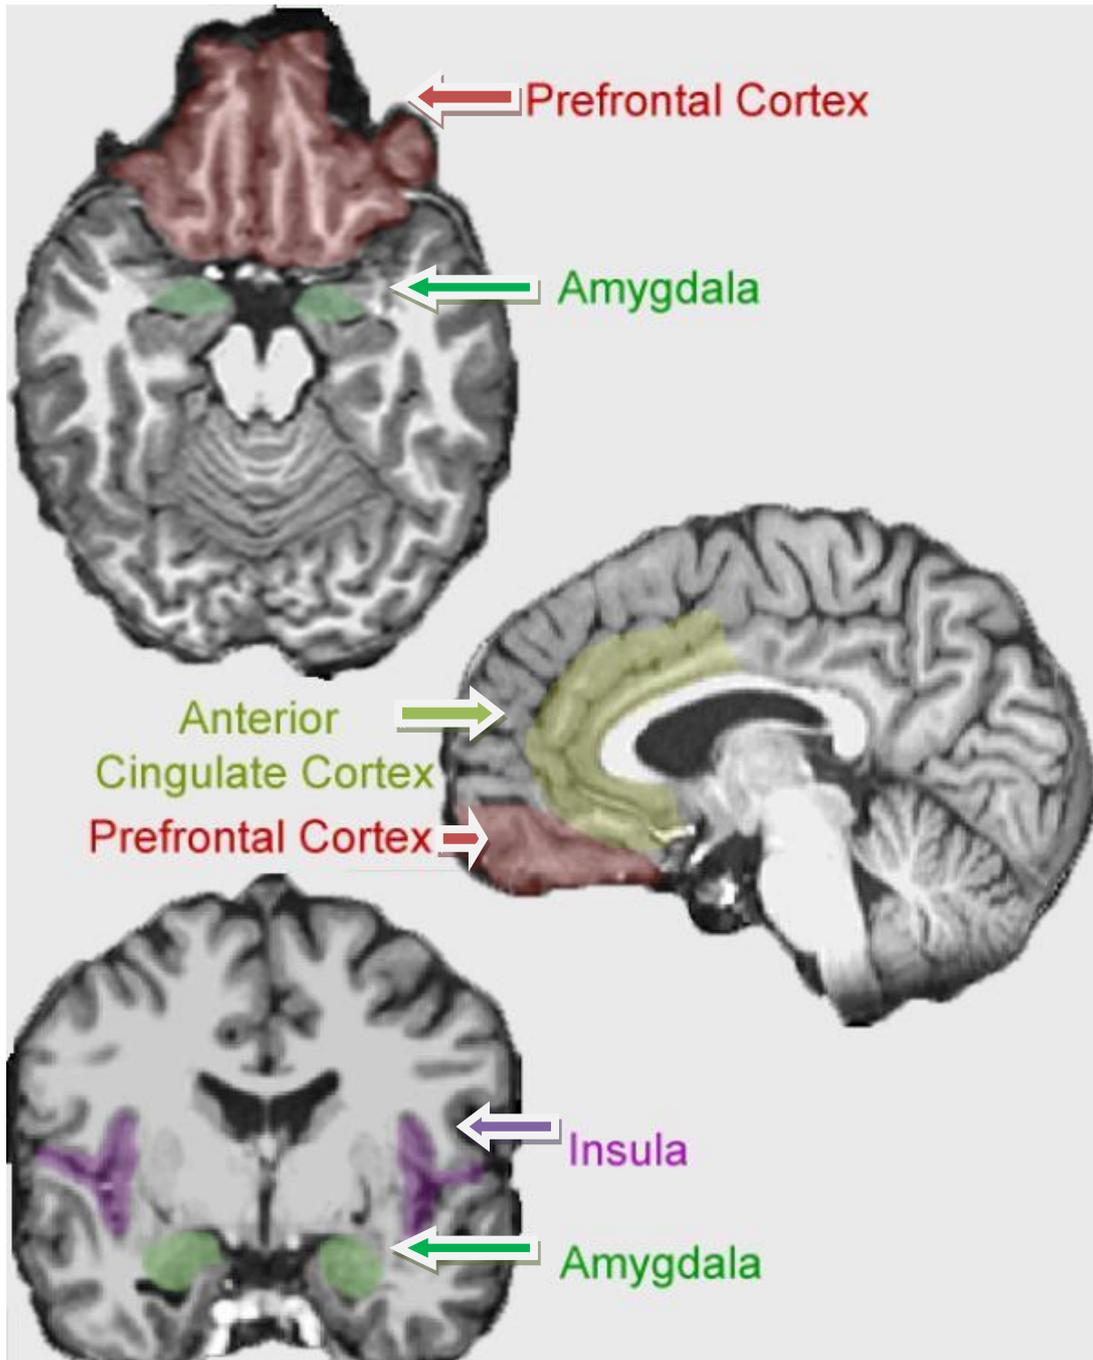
Neuroimagen de las estructuras cerebrales implicadas en la neurobiología de la psicopatía. En la parte superior se observa una imagen de resonancia magnética transversal a nivel de la CPF (en rojo) y la amígdala (en verde). En la parte central se presenta una imagen de resonancia magnética sagital medial de la corteza cingulada anterior (en amarillo) y la CPF (en rojo). En la parte inferior se puede observar una imagen de resonancia magnética coronal-medial de la ínsula (en púrpura) y la amígdala (en verde) adaptada de Shirtcliff, 2009.
